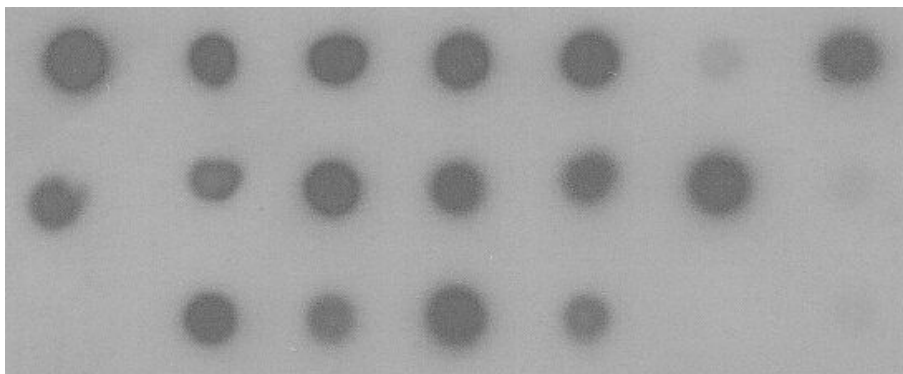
Positive Signale bei Oligonucleotid–7 (Wildtyp) bei der Hybridisierung. Auf einem Röntgenfilm mittels antidigoxigenin-markierten Antikörpern sichtbar gemachte Signale
